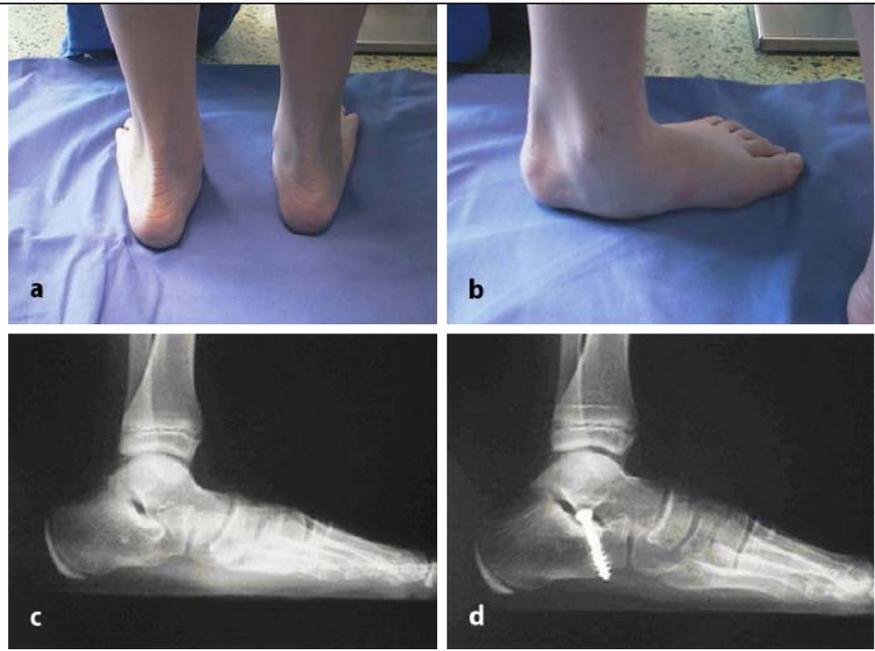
▲ Knickfuß beidseits bei einem 11-jährigen Knaben; a links präoperativ, rechts postoperativ, b linker Fuß präoperativ; c Röntgenaufnahme seitlich linker Fuß präoperativ, d seitlich postoperativ
